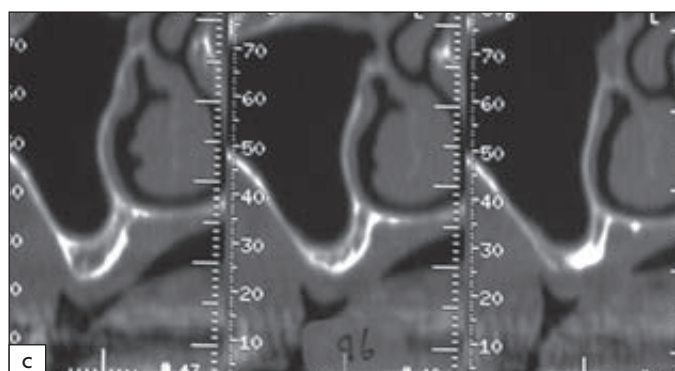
Examens clinique et radiographique préopératoires. a Examen clinique montrant l'absence des dents 26 et 27. b Examen radiographique montrant un sinus proéminent et une impossibilité à stabiliser des implants dentaires sans chirurgie préimplantaire préalable. c Examen radiographique 3D mettant en évidence la perméabilité du méat moyen, la membrane de Schneider d'épaisseur normale et d'aspect sain, une hauteur osseuse résiduelle allant de 2 à 4 mm.
